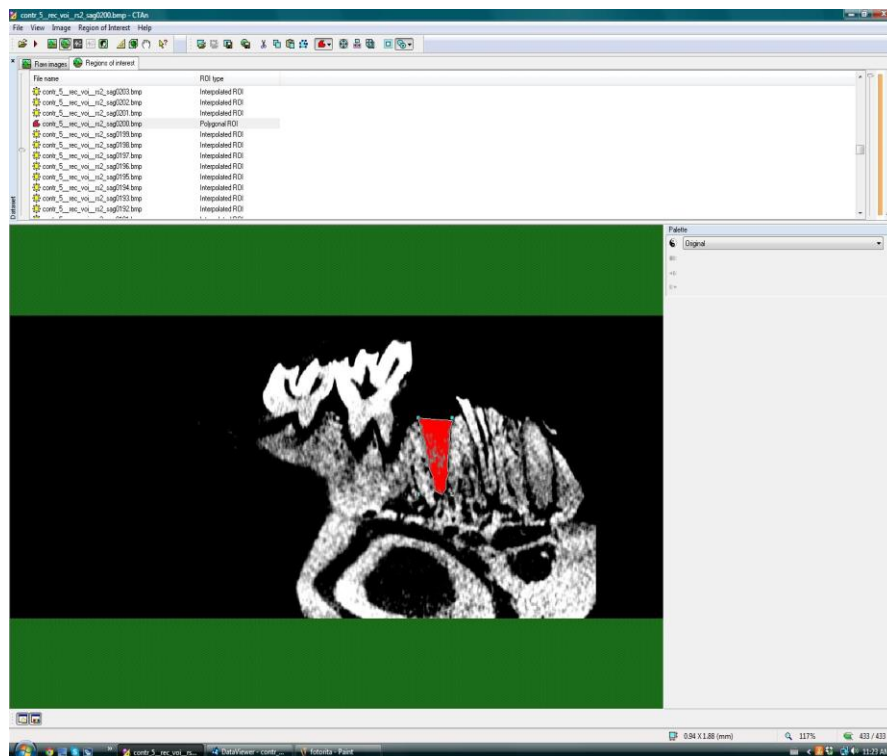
Delimitação do alvéolo em todos os cortes da tomografia para obtenção do percentual de formação óssea.
